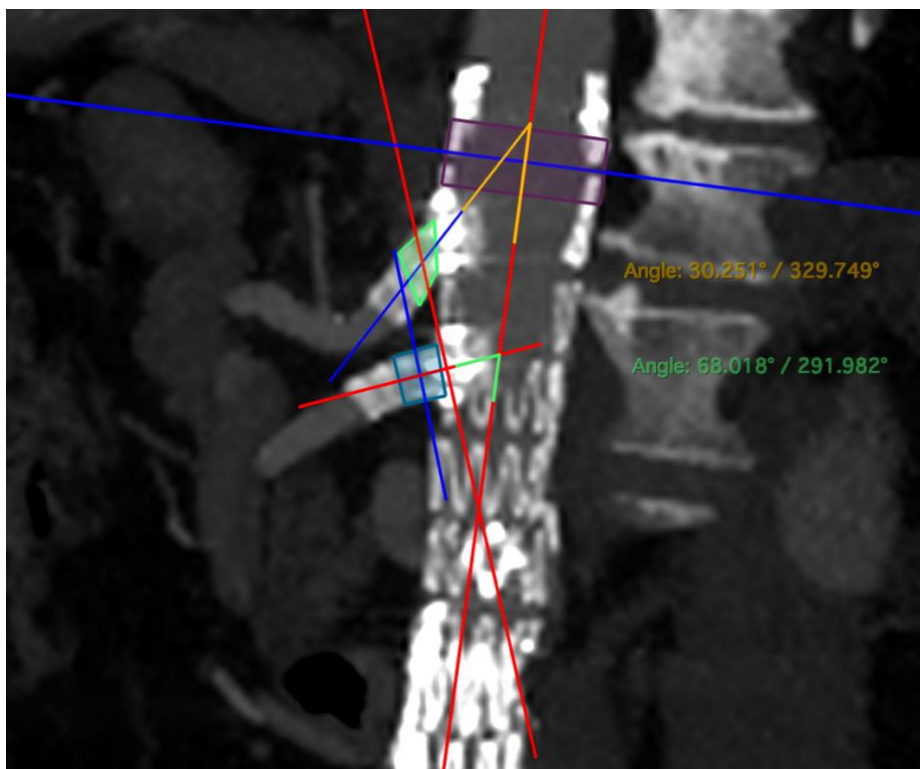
Misurazioni dell'angolo α e dell'HM su immagini 4D-CTA di f-EVAR
